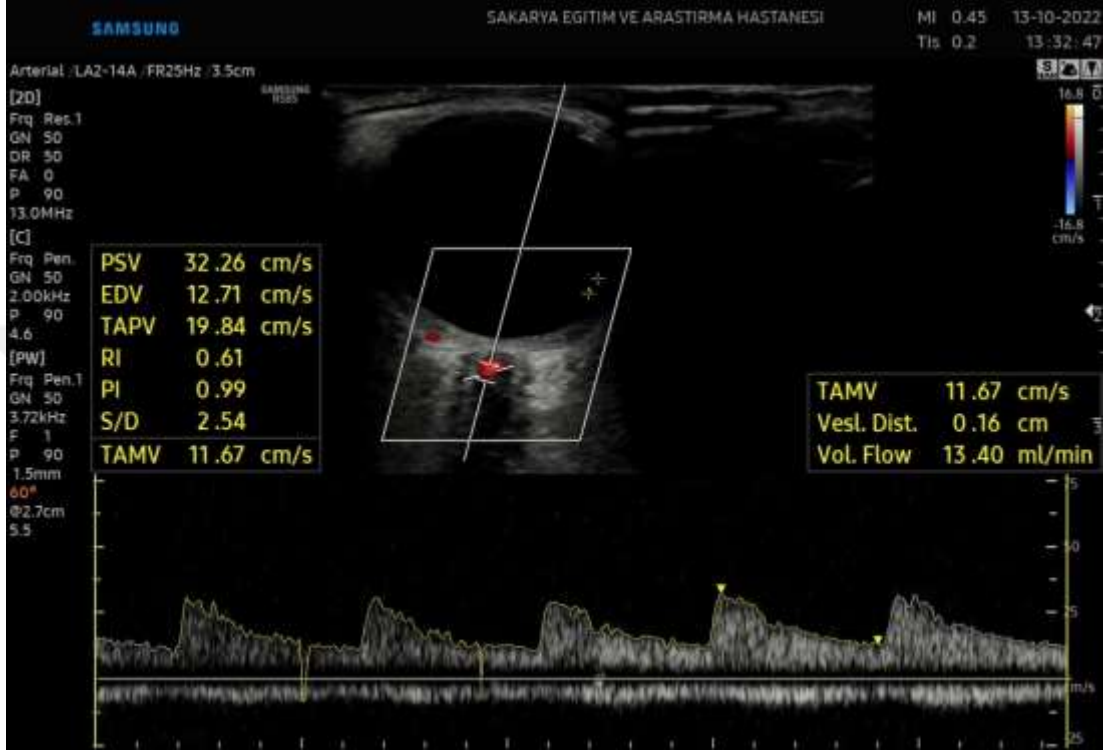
Sağ göz orbital doppler ultrason görüntüsü
